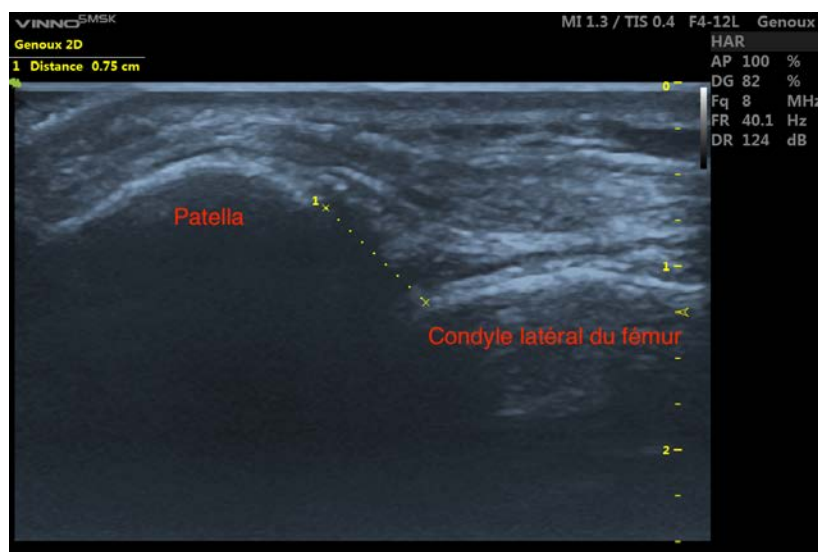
Mesure de la distance patella-condyle avec l'échographie
